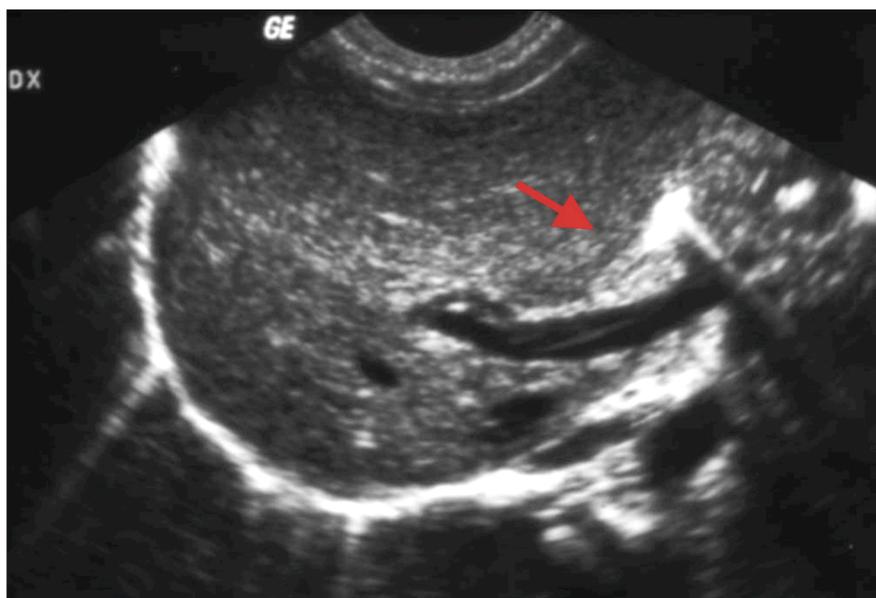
Immagine ecografica del "triangular cord".
